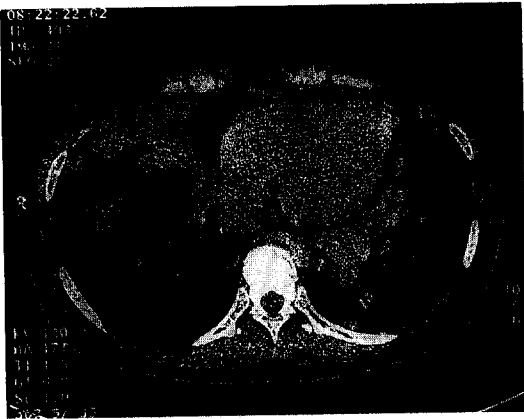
Multiple areas of consolidation and nodules in lower lung showed homogeneous soft-tissue attenuation on mediastinal window of HRCT. No calcification was seen in the nodules or consolidation.
